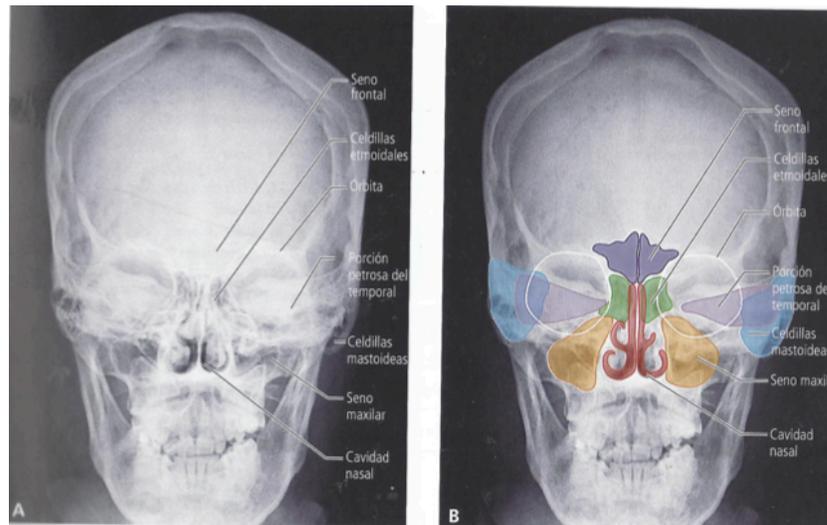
Senos paranasales vistos en radiografía⁽¹²⁾
